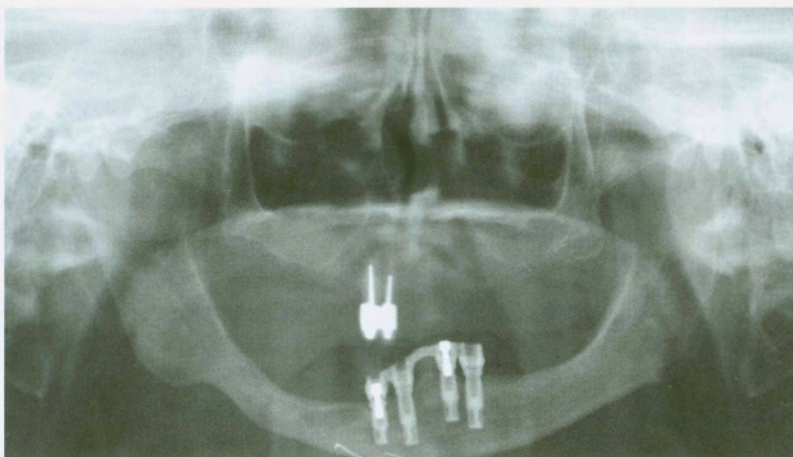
Orthopantomogramm mit beidseitiger Kaudalisierung der Kieferhöhle und nicht erhaltungswürdigen Frontzähnen
